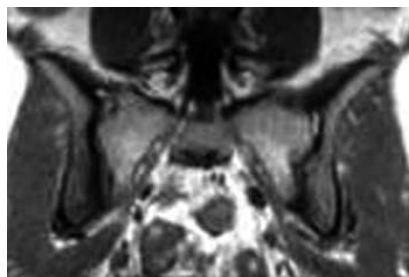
МР-томограмма КПС того же больного (см. рис. 7) в полукорональной проекции (режим SE T1). Двусторонний активный сакроилиит. Зоны активного воспаления в данном МР-режиме имеют низкоинтенсивный МР-сигнал
